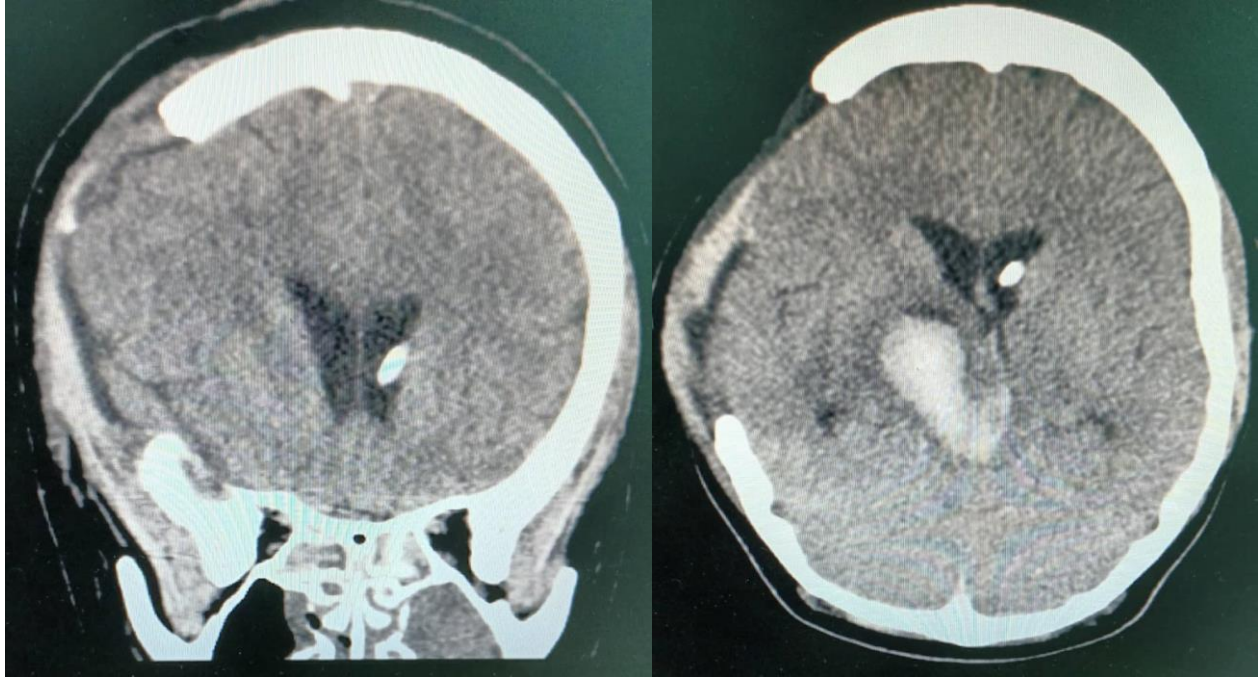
Tomografía computarizada multicortes (coronal y axial) evolutiva al 4to día con la derivación ventricular.
